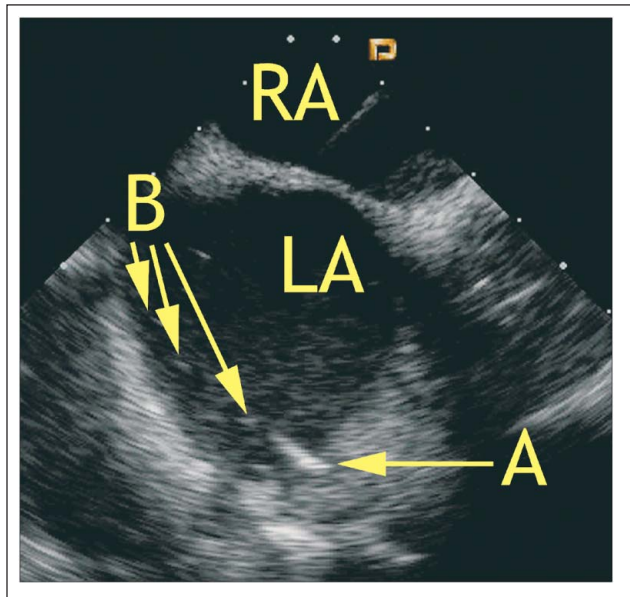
Positionierung des Ablationskatheters im linken Vorhof. A = Ablationskatheter; B = Bläschenentstehung bei Hochfrequenzablation; LA: linker Vorhof; RA: rechter Vorhof. Nachdruck mit Genehmigung aus [Bartel T et al. Intracardiac Echocardiography. In: Otto CM. Practice of Clinical Echocardiography. 3rd ed. W. B. Saunders, Oxford, 2007]. © Elsevier
